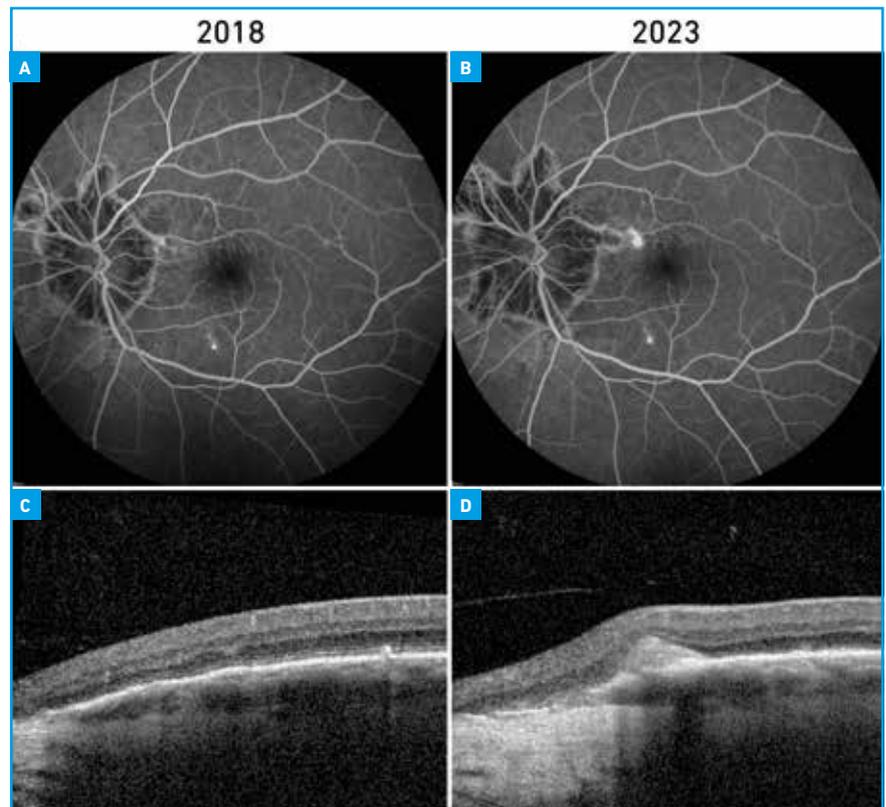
Extension de l’atrophie péripapillaire, des stries, et néovascularisation choroïdienne de l’œil gauche du patient de la figure 2. L’angiographie à la fluorescéine permet de bien identifier les bords de l’atrophie péri-papillaire et son extension entre 2018 et 2023 (A et B). L’élargissement de la strie en temporal se complique d’un néovaisseau choroïdien en 2023 (B). L’examen en tomographie en cohérence optique réalisé en 2018 retrouve une discrète ondulation du bord papillaire de la strie angioïde et l’hyper-réflexivité des calcifications (C). Le tableau se complique d’un néovaisseau choroïdien en 2023. On retrouve une rupture de la membrane de l’épithélium pigmentaire.
